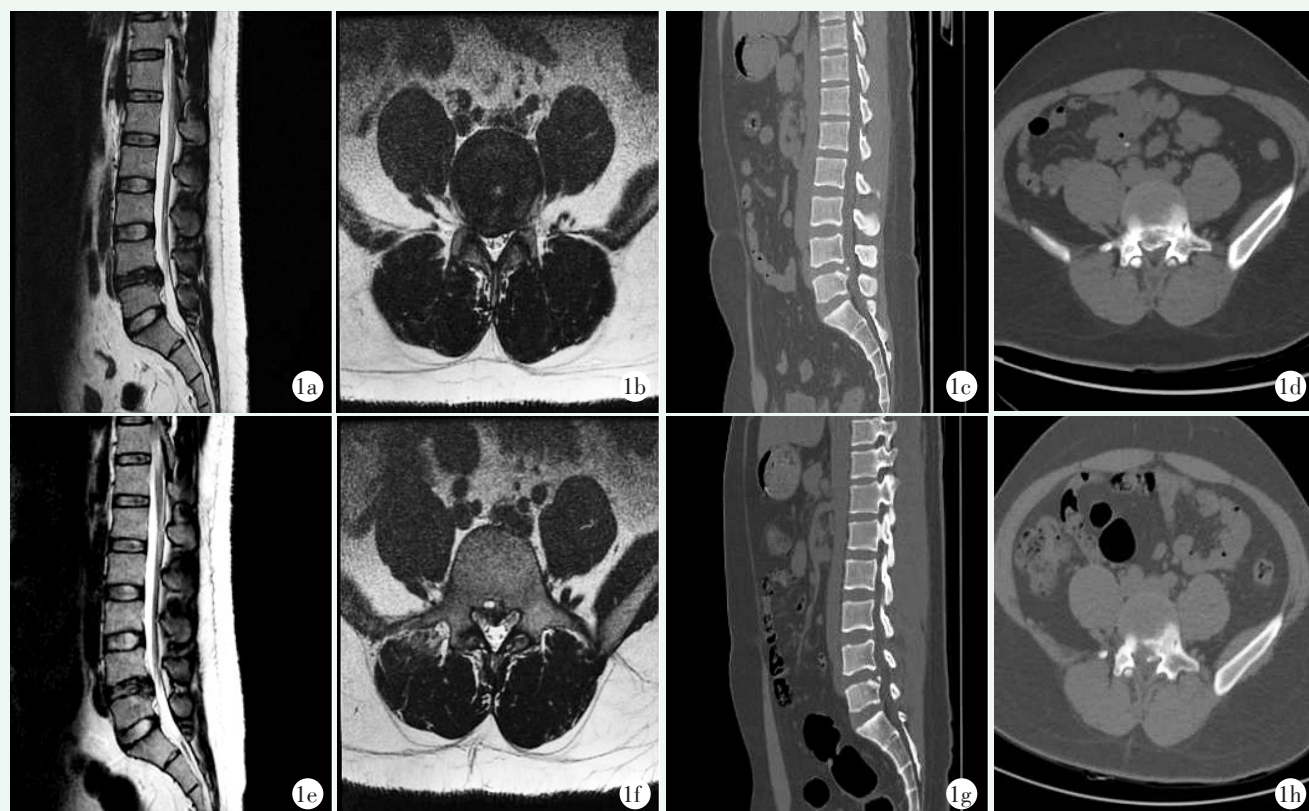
患者,男,19 岁,腰痛伴右下肢放射痛 6 个月,行 L_{4/5} 节段 TE 减压。1a: 术前 MRI 示 L_{4/5} 椎间盘层面突出; 1b: 术前 MRI 示右侧中央椎管及侧隐窝椎管狭窄; 1c: 术前 CT 示 L₅ 椎体后缘离断; 1d: 术前 CT 示右侧中央椎管及侧隐窝椎管以骨性突出为主; 1e, 1f: 术后 6 个月 MRI 示 L_{4/5} 椎间盘无明显退变, 右侧中央椎管及侧隐窝椎管明显扩大; 1g, 1h: 术后 6 个月 CT 示右侧中央椎管及侧隐窝椎管的骨性突出已明显减小。
